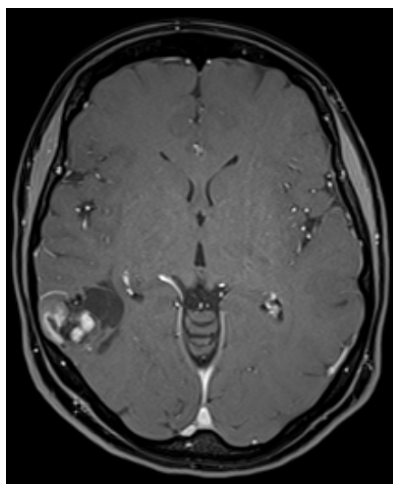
Кистозно-солидный вариант ганглиоглиомы на МРТ головного мозга в режиме Т1 с контрастным усилением, аксиальный срез. Сольная часть опухоли накапливает контрастное вещество
